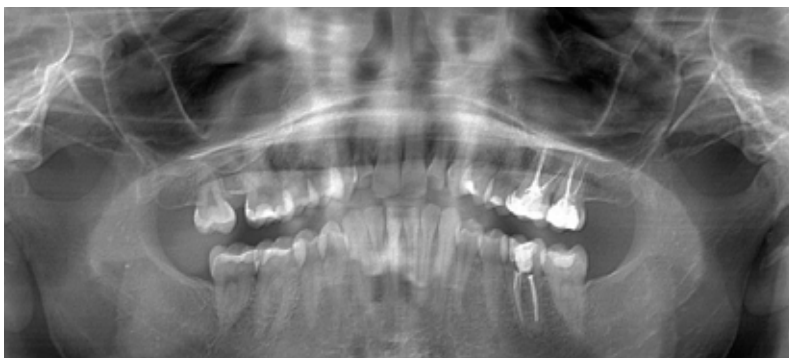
Fotografías faciales y radiografías iniciales del paciente.
